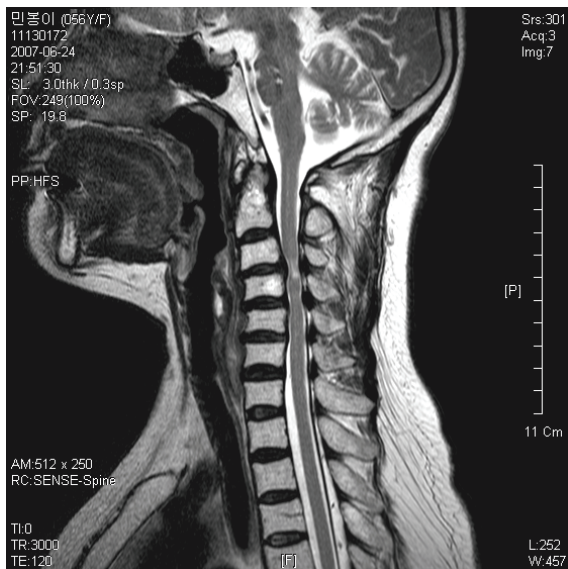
Sagittal View of C-spine MRI
